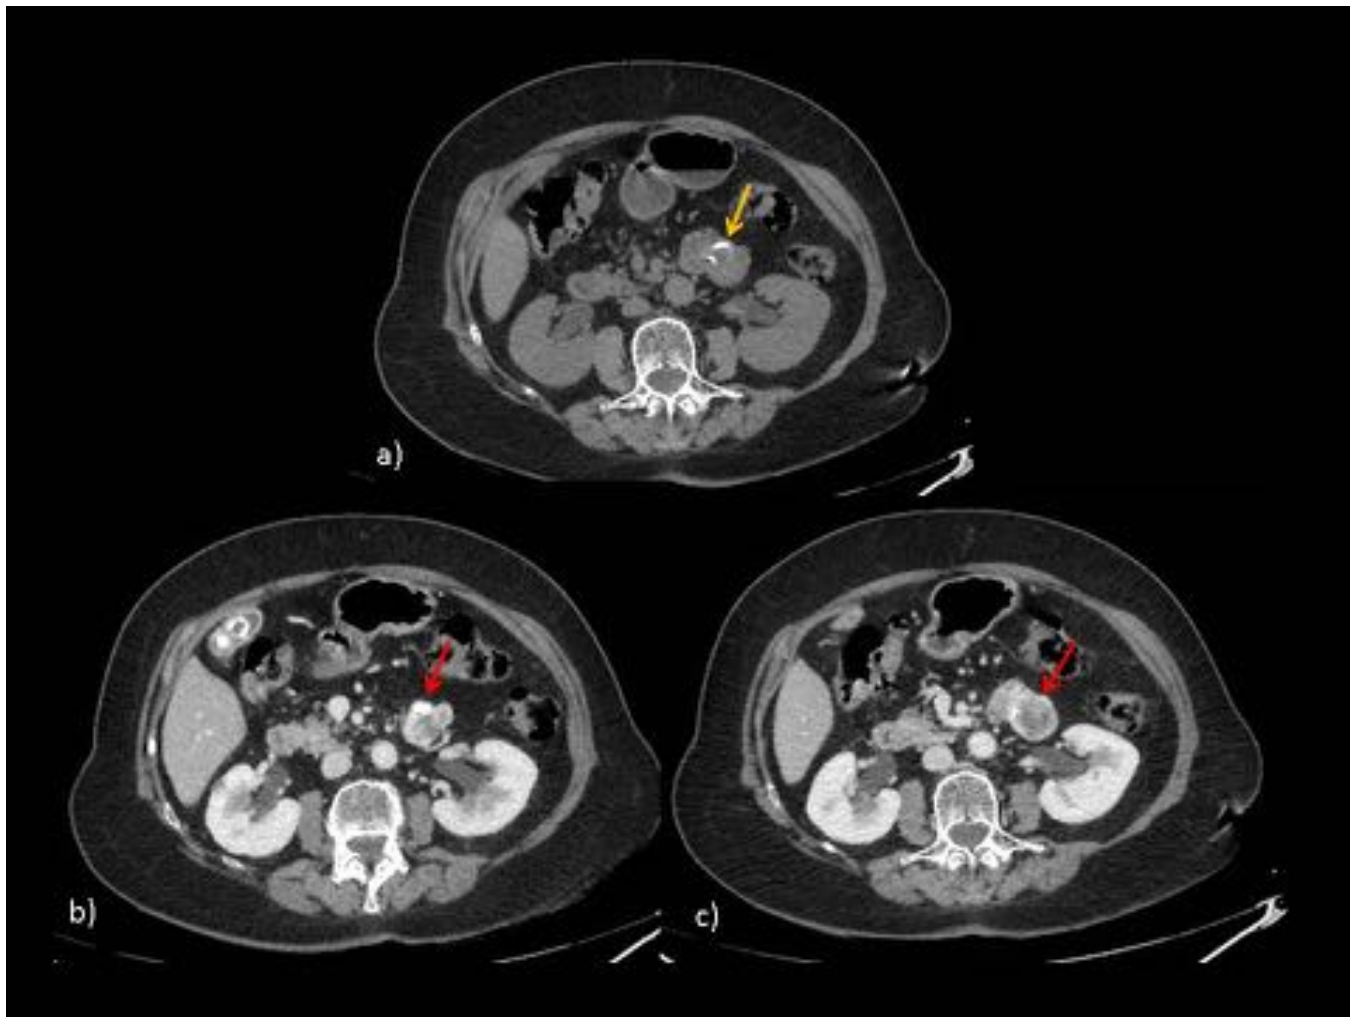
TC sin (a) y con (b,c) CIV. Masa hipodensa lobulada, de crecimiento exofítico, dependiente de asa yeyunal, con calcificaciones groseras (flecha amarilla) y realce heterogéneo (flechas rojas) con centro hipodenso/necrótico.
